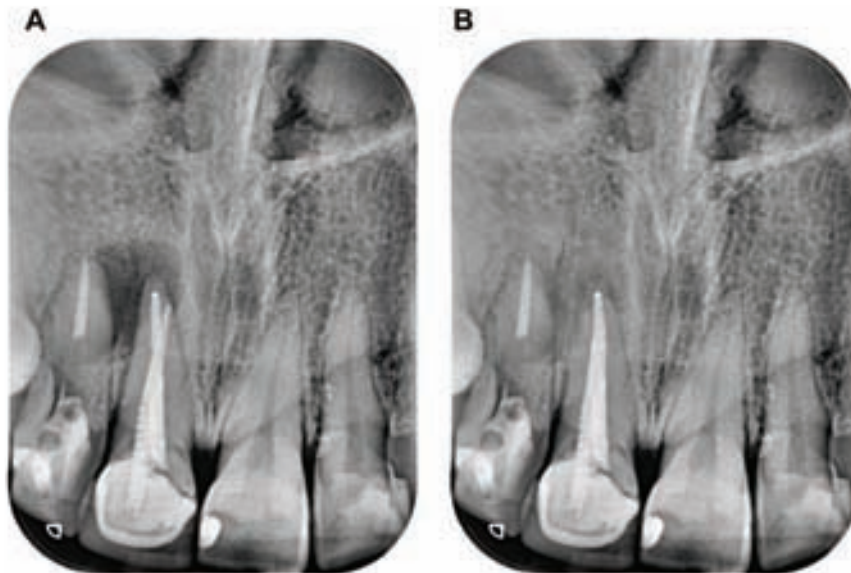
A. Sample image: non-manipulated, periapical radiolucent lesion. B. Sample image: manipulated.
